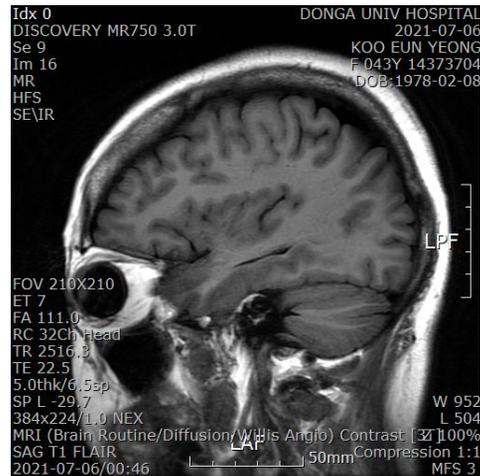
Brain MRI Sagittal(21.7.6)
